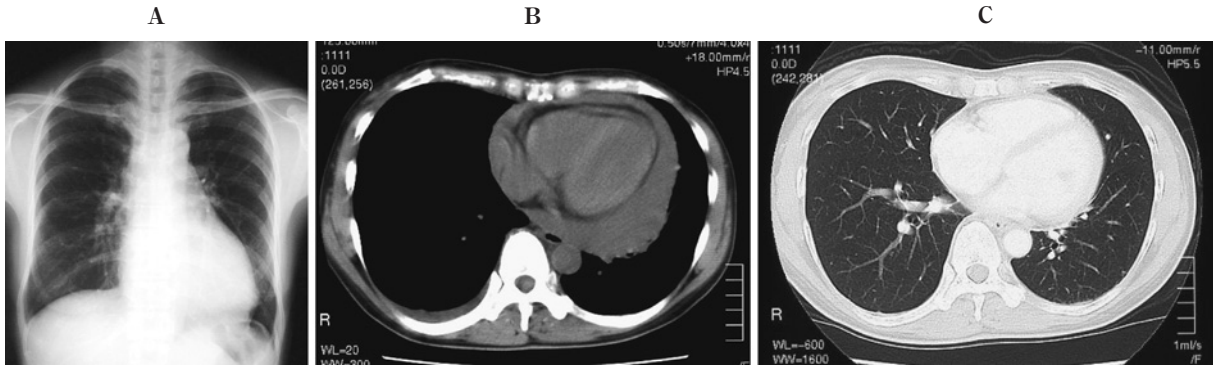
A: Chest X-ray showed a mild cardiomegaly and no abnormal shadow in the lung field. B, C: Chest CT scan showed that a small amount of pericardial effusion and right pleural effusion. No abnormal shadow was detected in any lung fields.
